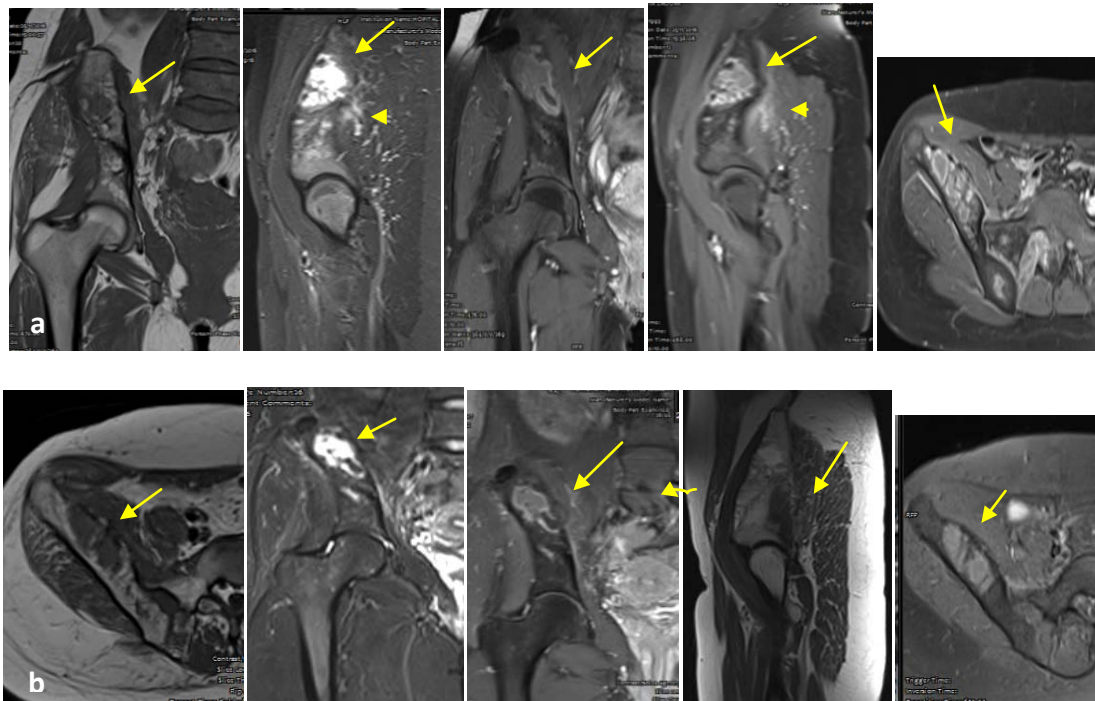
IRM du bassin : sarcome d'Ewing iliaque droit
